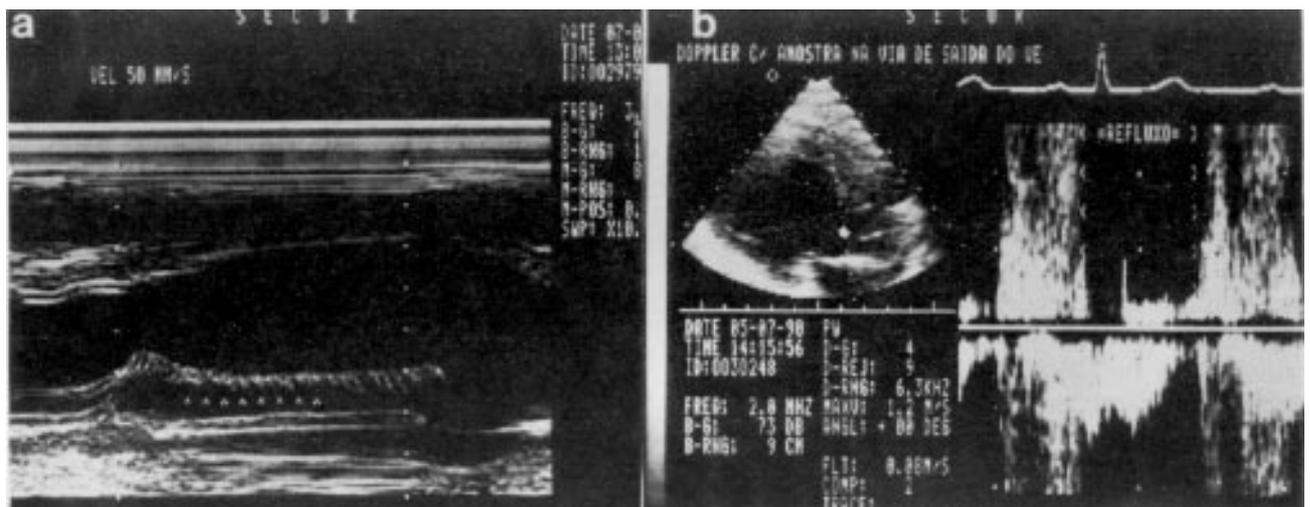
a) Eco modo M denota vibrações diastólicas de alta frequência no folheto anterior da valva mitral (setas); b) estudo Doppler, com amostra de volume posicionada na via de saída do VE, demonstra refluxo aórtico.
